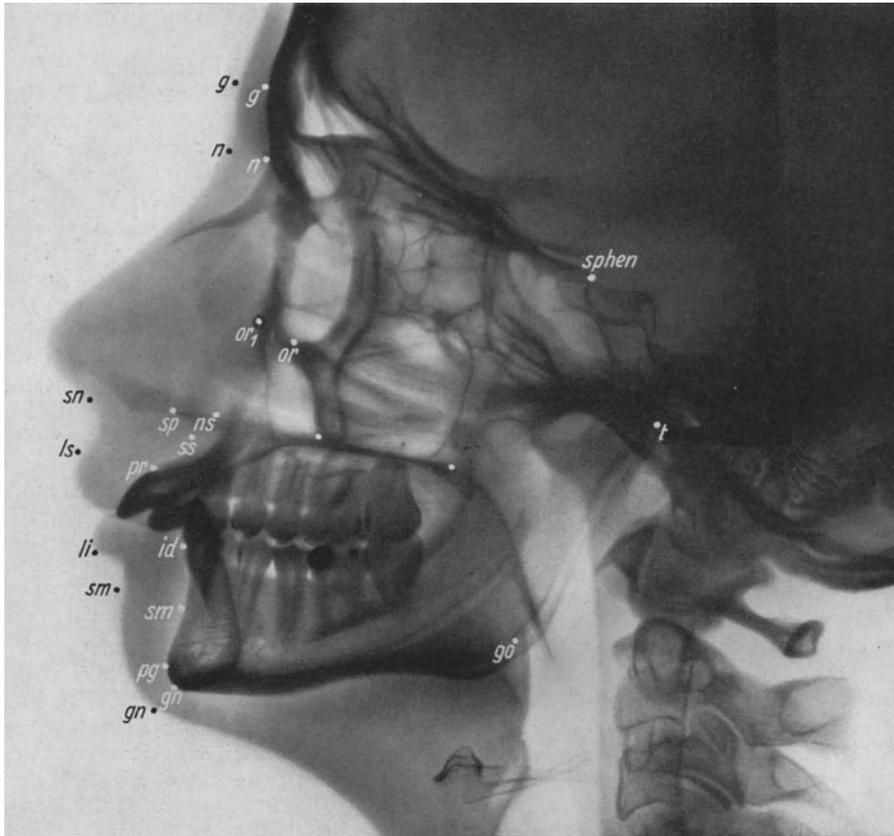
Fernröntgenbild mit anthropologischen Bezugspunkten.
